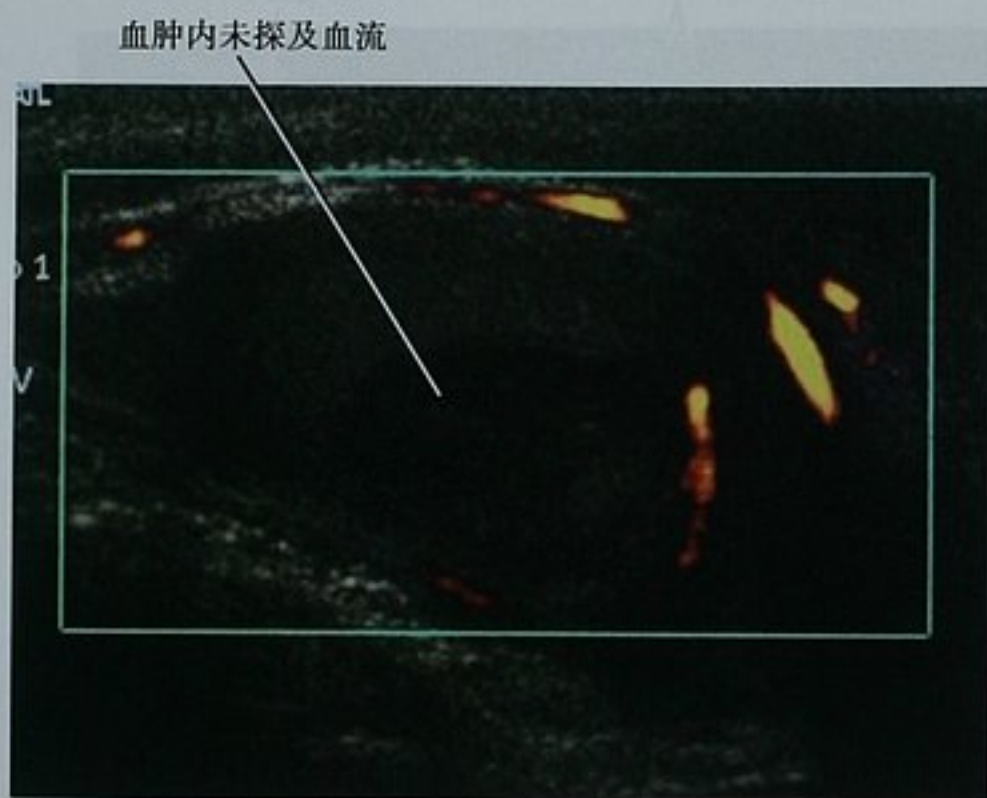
车祸外伤后阴囊疼痛伴肿胀行超声检查,显示睾丸内一个不均匀的、主要呈低回声的病灶。在能量多普勒成像上病灶内无血流。手术清除血肿
